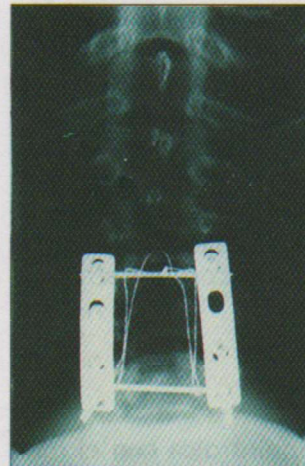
Radiografía anteroposterior postquirúrgica.
